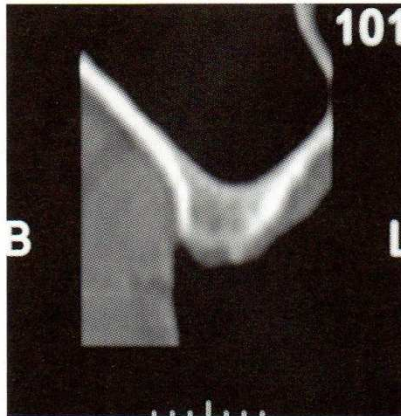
Immagine rx endorale e TAC: si può notare un'altezza crestale di 6 mm
